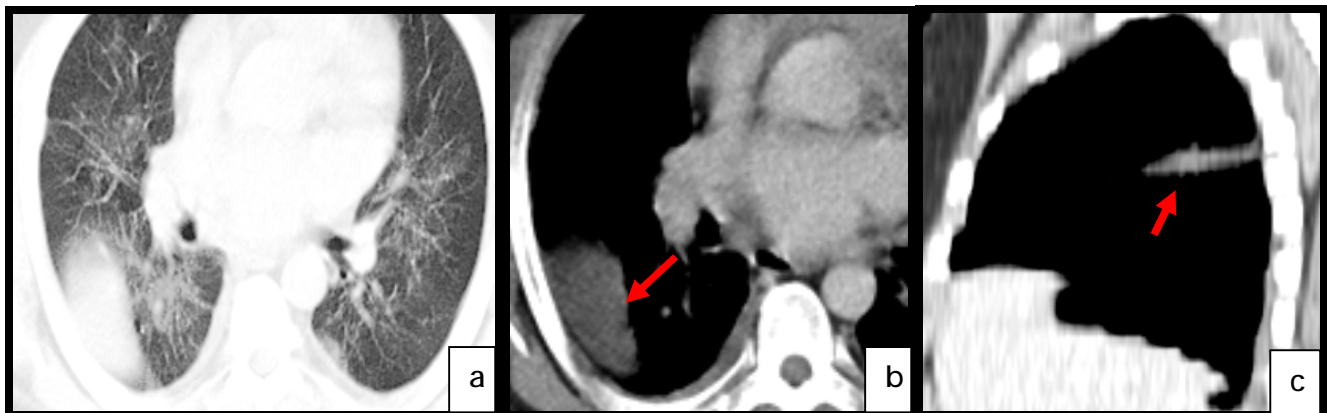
(cas N°11) : TDM thoracique, coupes axiales (a,b), et reconstruction sagittale (c) fenêtre parenchymateuse et médiastinale après injection de produit de contraste:
